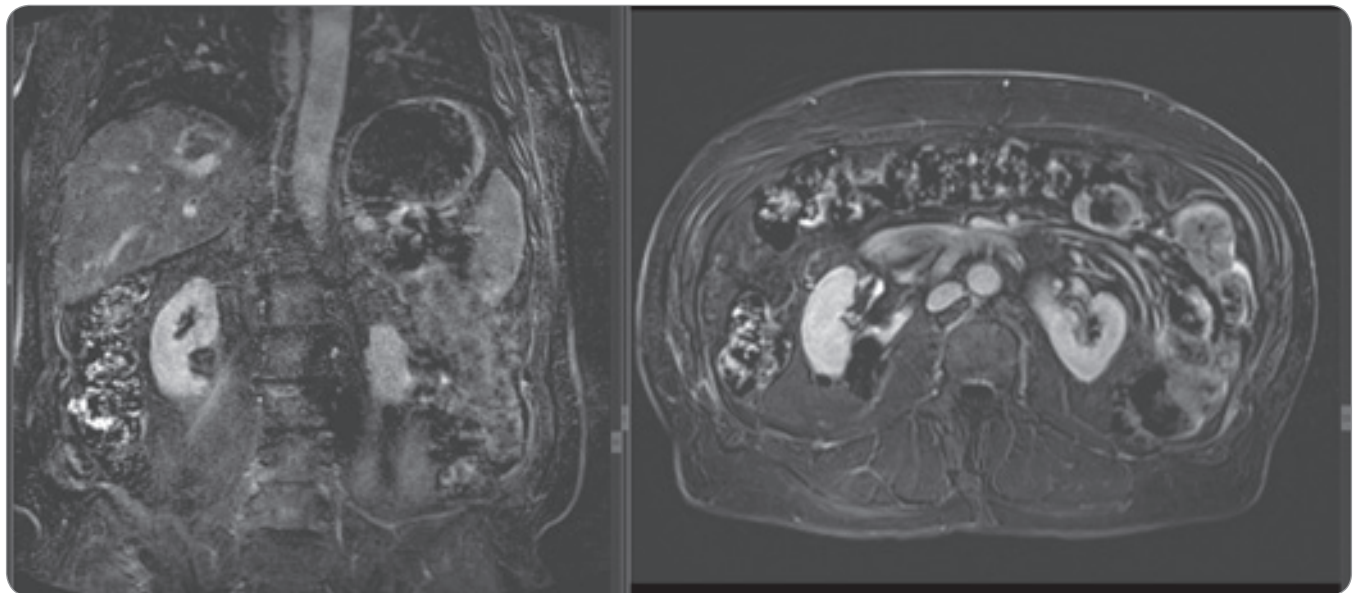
MRI (post intra-venous gadolinium injection) in coronal and axial sequences at 6 months follow-up showing complete tumor necrosis without any signs of tumor remnants.
